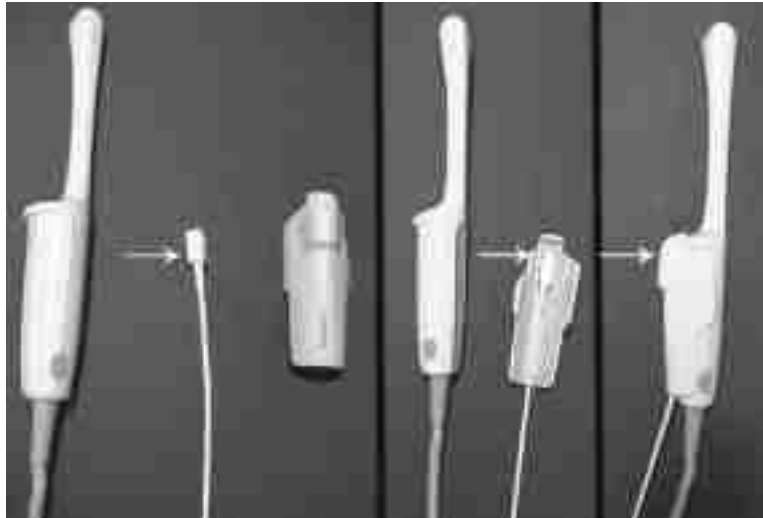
Sonde d'échographe endo-rectal avec système de guidage d'aiguille
